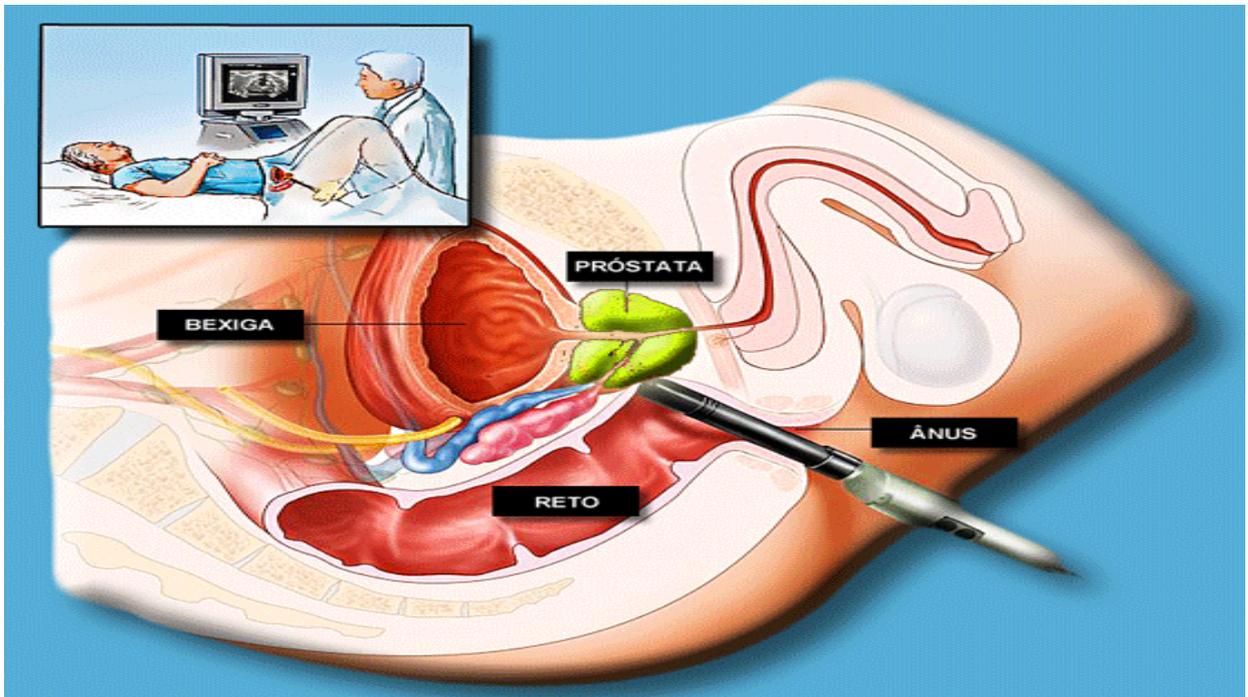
Apresenta a realização de uma ultrassonografia transuretral, sendo utilizada para diagnóstico por imagem e ou guia de biópsia.
